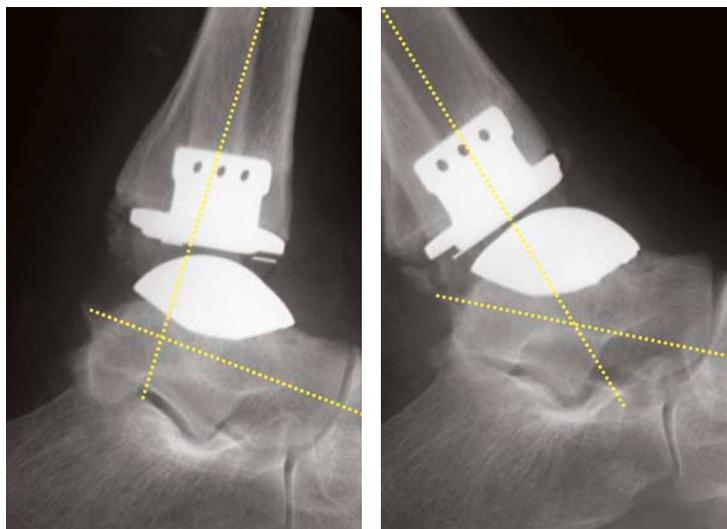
Боковые рентгенограммы верхнего коленного сустава в движении.
